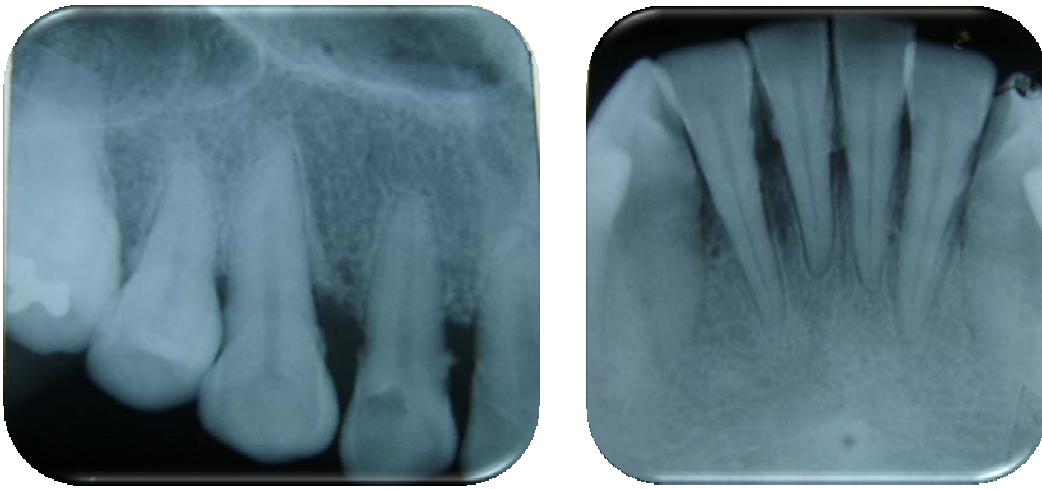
Radiografías de zona anterior superior e inferior.
